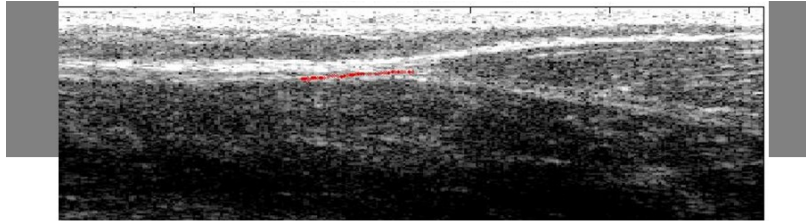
Image échographie de la jonction musculo-tendineuse avec suivi de la jonction
